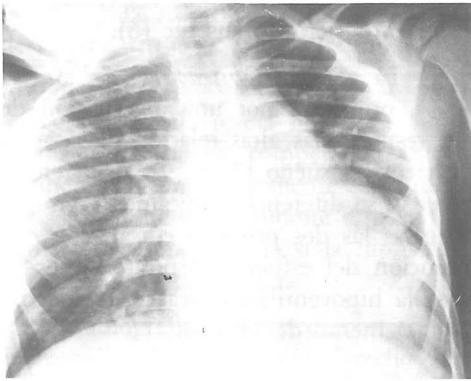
Radiografía de tórax realizada al ingreso en la que se observa cardiomegalia
